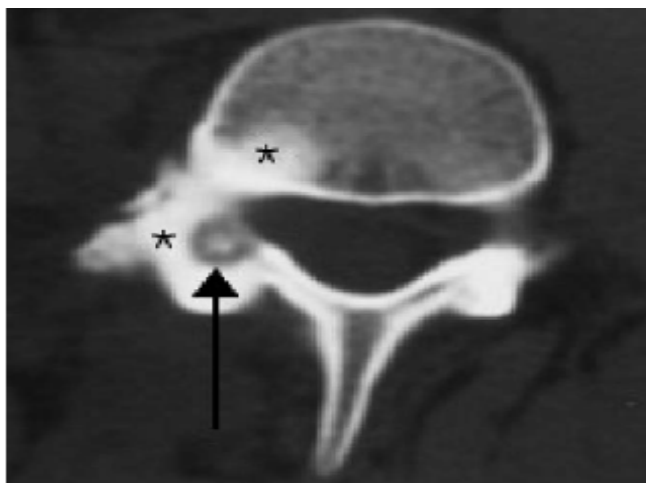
TDM, coupe transverse objectivant un ostéome ostéoïde.
